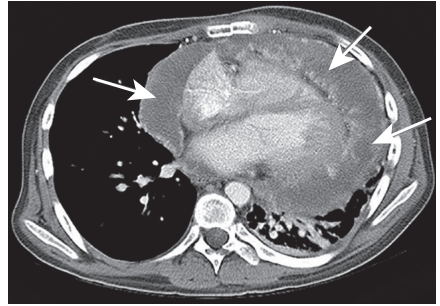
Компьютерная томограмма грудной клетки в аксиальной проекции: массивный перикардальный выпот (стрелки). Выпот характеризуется повышенной плотностью и не типичен для вирусного перикардита
